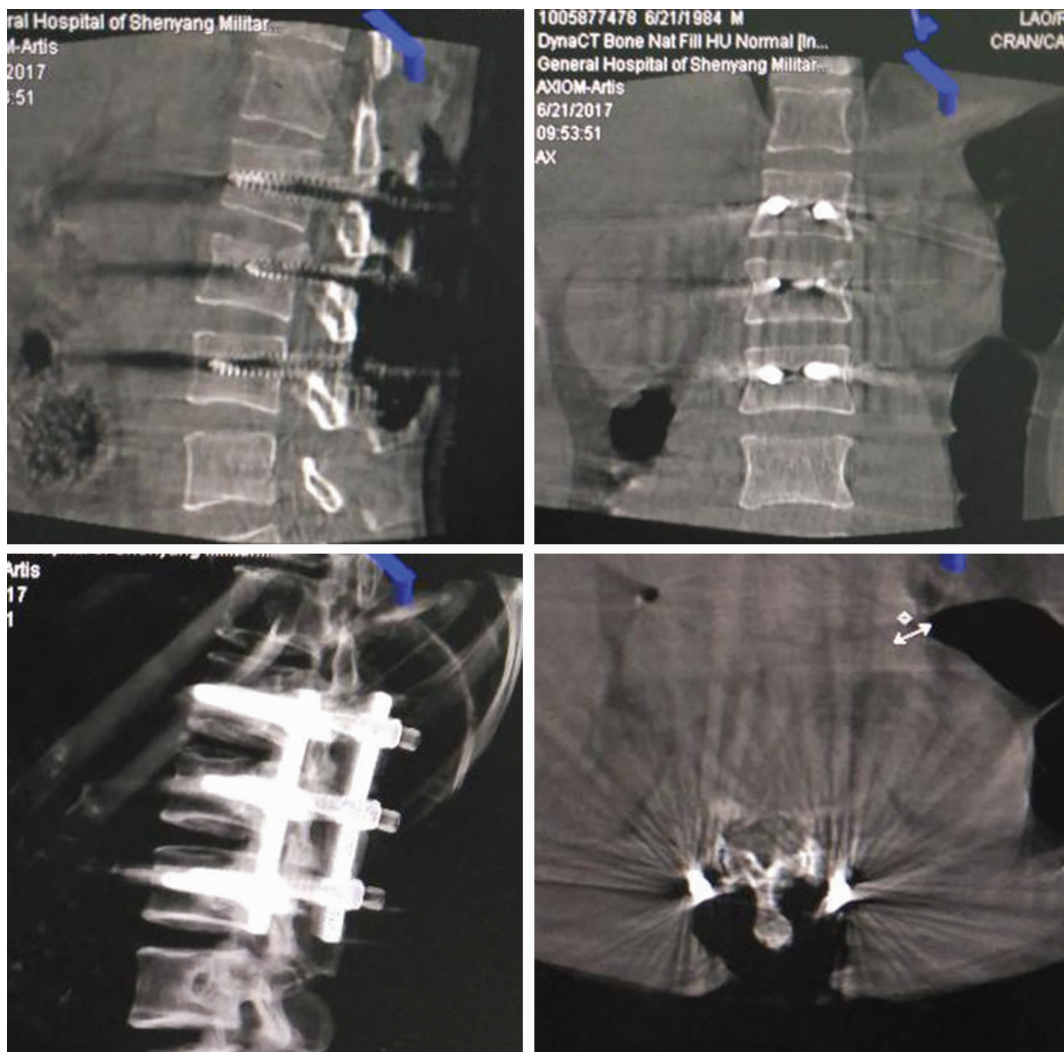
椎弓根螺钉内固定术中置钉后锥束 CT 扫描图像
